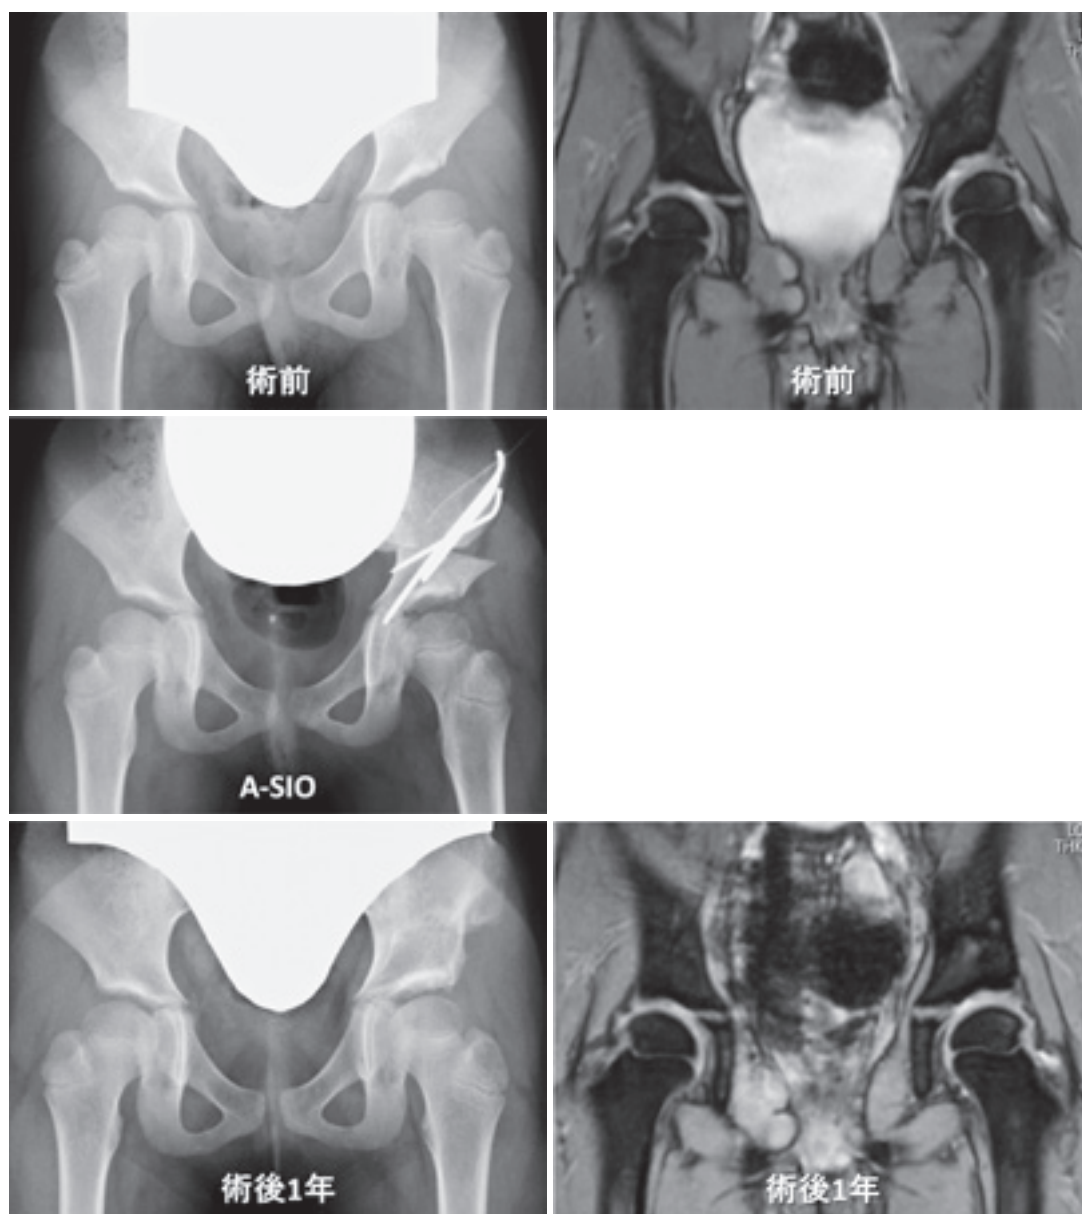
左 DDH に対する A-SIO の術前後の単純 X 線と MRI 像
